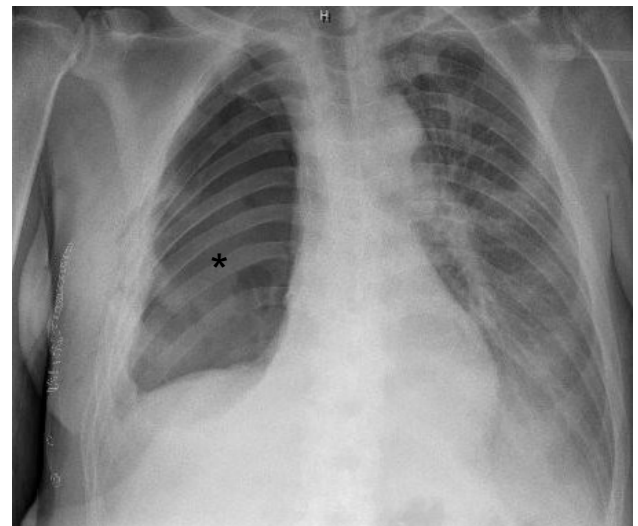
Röntgen-Thorax p.a.: sechs Tage nach Ausräumung sieht man eine freie Pleurahöhle
